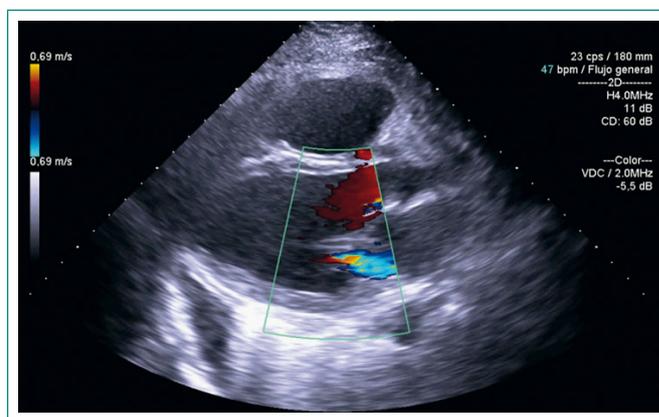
Ecocardiografía transtorácica: ventrículo izquierdo ligeramente dilatado; insuficiencia mitral grado III/IV
